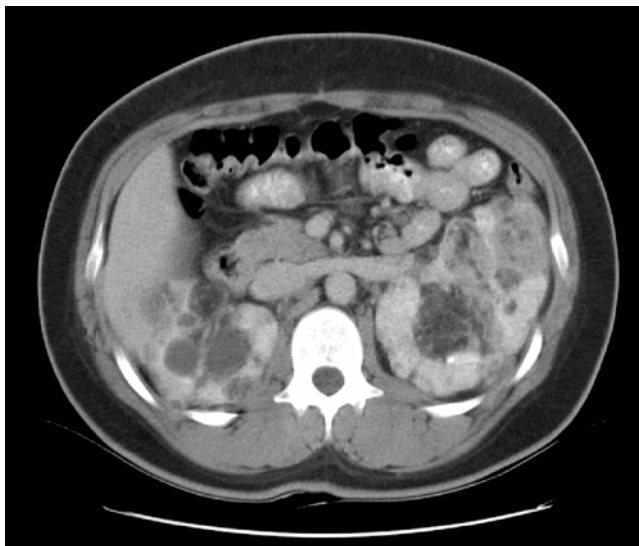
Angiomyolipoma in a 16 year old boy with tuberous sclerosis. Contrast enhanced CT scan shows heterogenous enhancement of soft tissue within the lesions.
